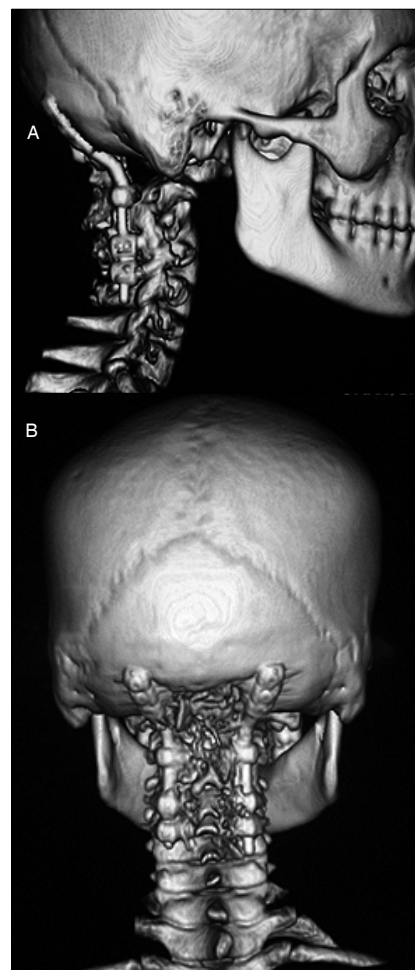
TAC post operatoria axial con reconstrucción 3 D vista lateral y posterior de fijación y descompresión vía posterior.
